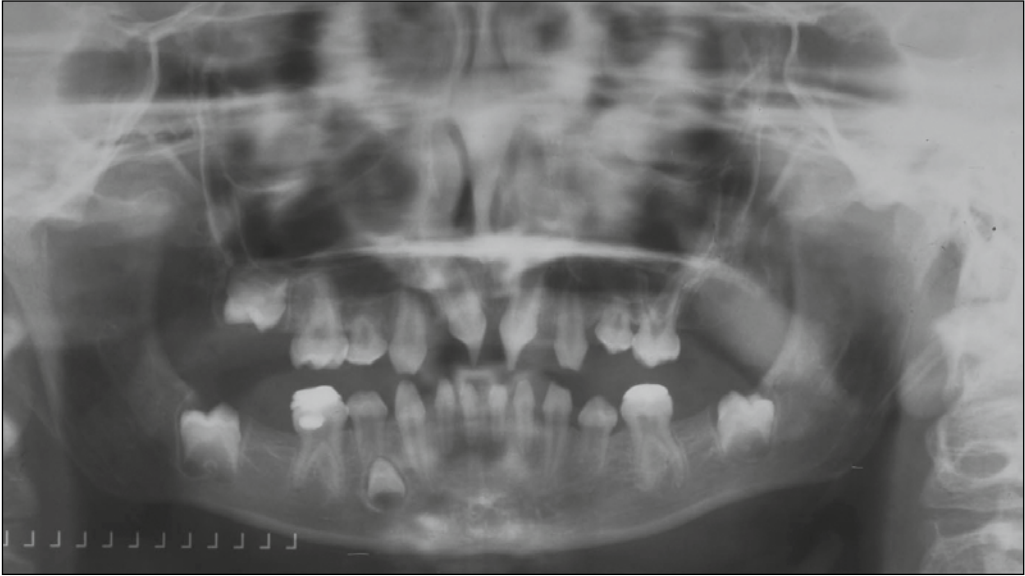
Orthopantomogramm: Patient mit multiplen Nichtanlagen. Die Entscheidung Milchzahn oder bleibender Zahn ist oft schwer zu treffen. Auffallend sind die unterentwickelten Zahnwurzeln.
